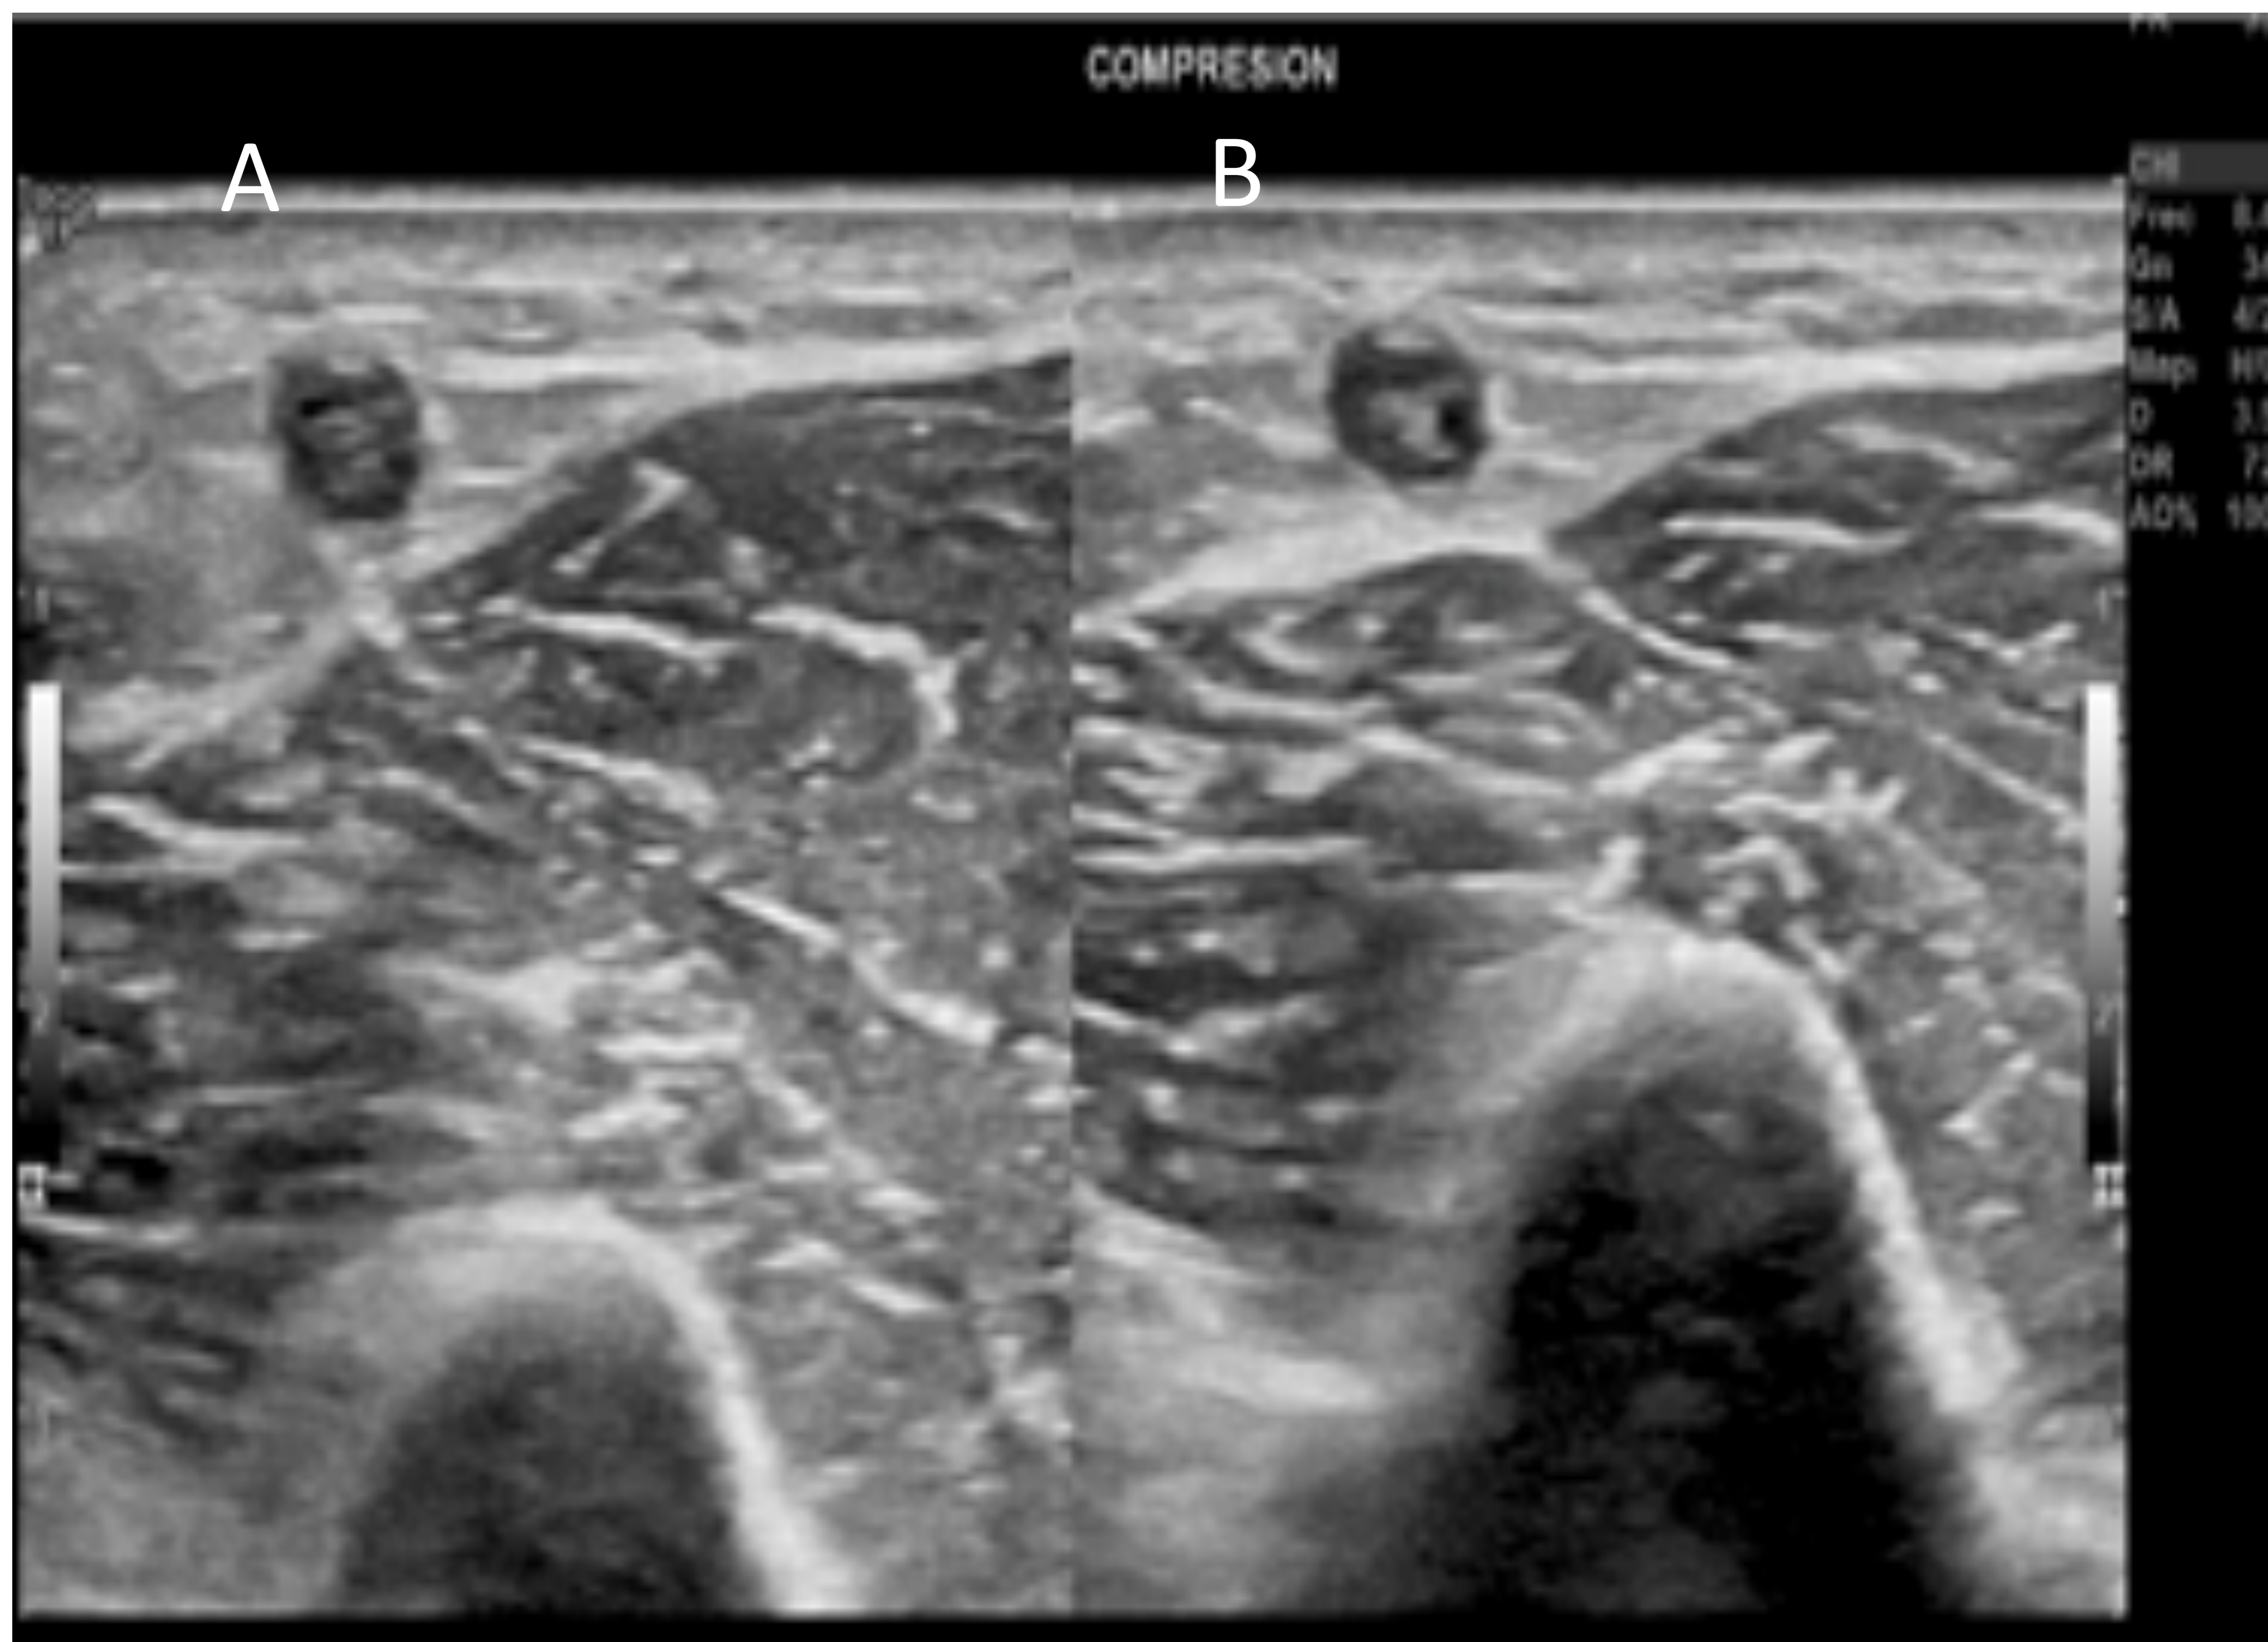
Ecografía en modo B del miembro superior derecho a nivel de la vena cefálica en un paciente que presentó induración y dolor en dicha extremidad tras el intento de colocación de un catéter central. A) Corte axial sin compresión. B) Corte axial con compresión extrínseca ejercida por el propio transductor. Se aprecia aumento de calibre, contenido ecogénico intraluminal y ausencia de compresibilidad en el tercio distal de la vena cefálica derecha. Hallazgos en relación con trombosis venosa superficial.
